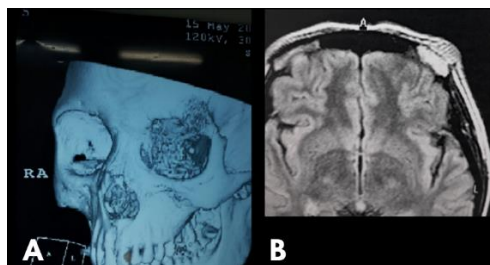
A. Tomografia computadorizada de face com reconstrução, indicando lesão envolvendo a região fronto-zigomática. B. Ressonância magnética evidenciando a lesão.
